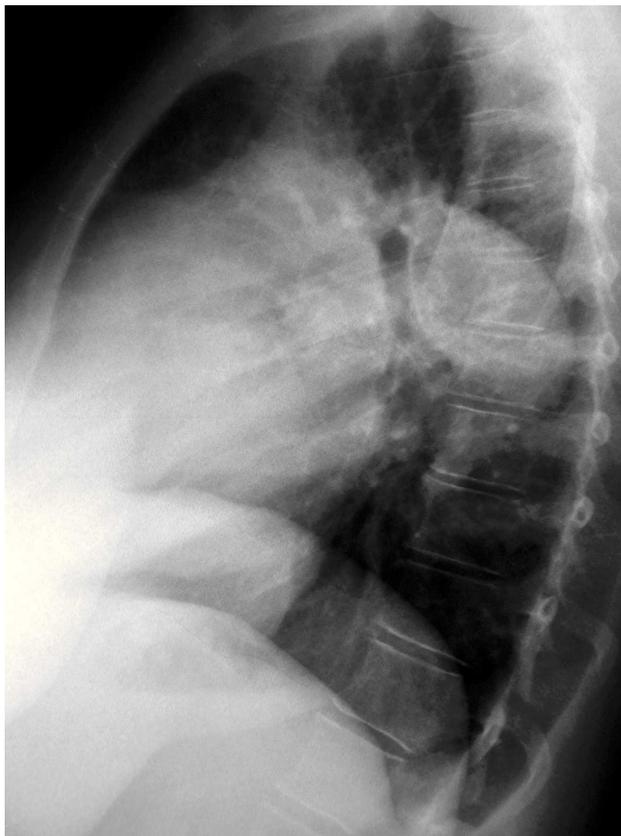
Radiografía de tórax. Proyección lateral: dilatación aneurismática de la arteria pulmonar principal.
